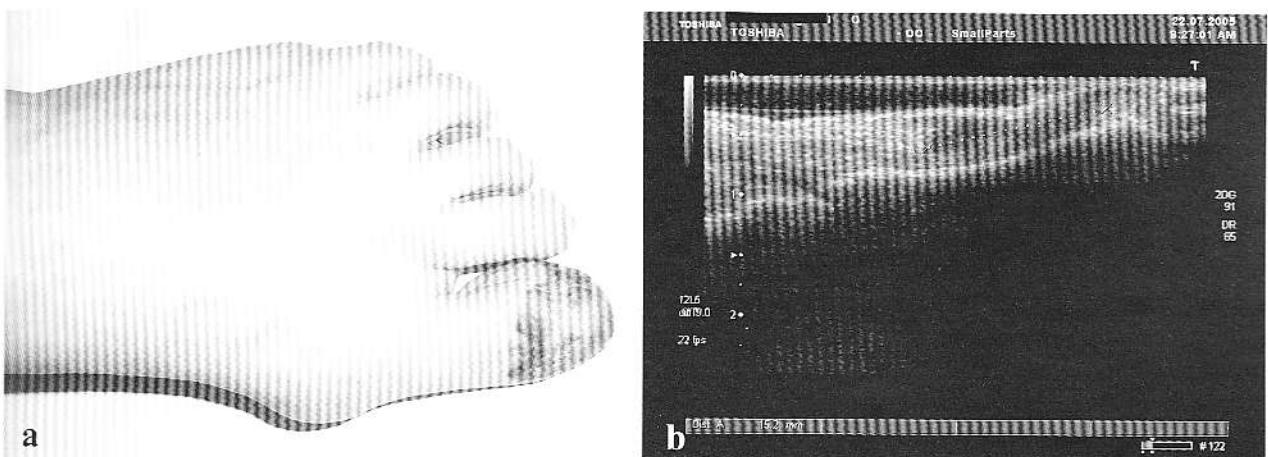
Melanom cutanat malign al halucelui. Aspect macroscopic (a) și ecografic (b). Se constată penetrația completă a tegumentului fără existența unei invaziile osoase.
